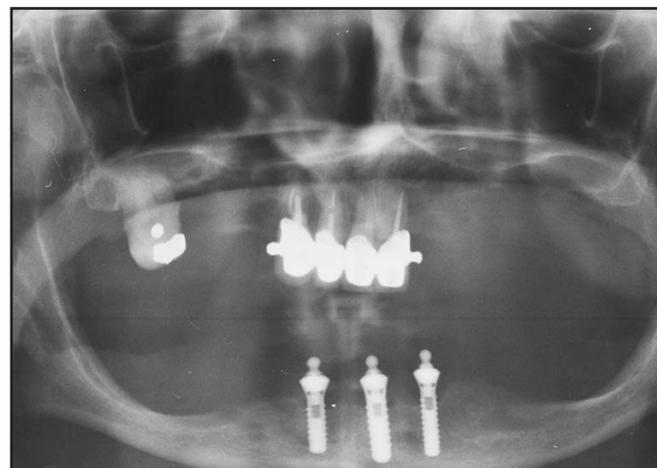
Ortopantomografia inicial
